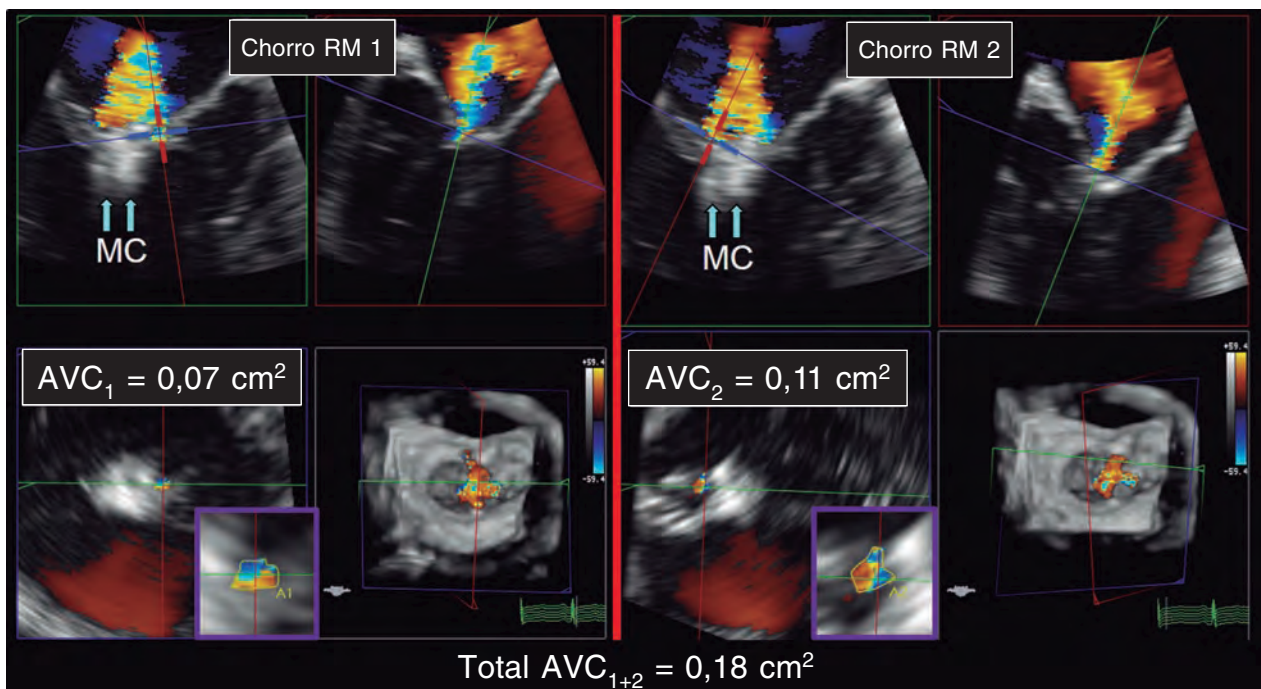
Imágenes de ecocardiografía transesofágica bidimensional y tridimensional. A: se aprecia un primer chorro de insuficiencia mitral (chorro RM 1) tras la colocación del clip (flechas, MC). B: se aprecia un segundo chorro (chorro RM 2) tras la colocación del clip (flechas, MC). C: cálculo del área 3D con la vena contracta (VCA₁) del primer chorro, con resultado de 0,07 cm². D: cálculo del área 3D con la vena contracta (VCA₂) del segundo chorro, con resultado de 0,11 cm². La suma de las áreas 3D por vena contracta (total VCA₁₊₂) es de 0,18 cm². AVC: área de la vena contracta; MC: MitraClip; RM: regurgitación mitral. Reproducida con permiso de Avenatti et al.¹³.
